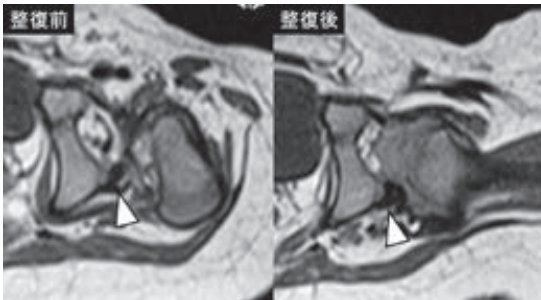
症例 5: 左 DDH. 整復前 MRI では前後とも関節唇の内反(△)を認めるが、整復後は後方関節唇が外に開き(△), 求心性は良好と判断した。
